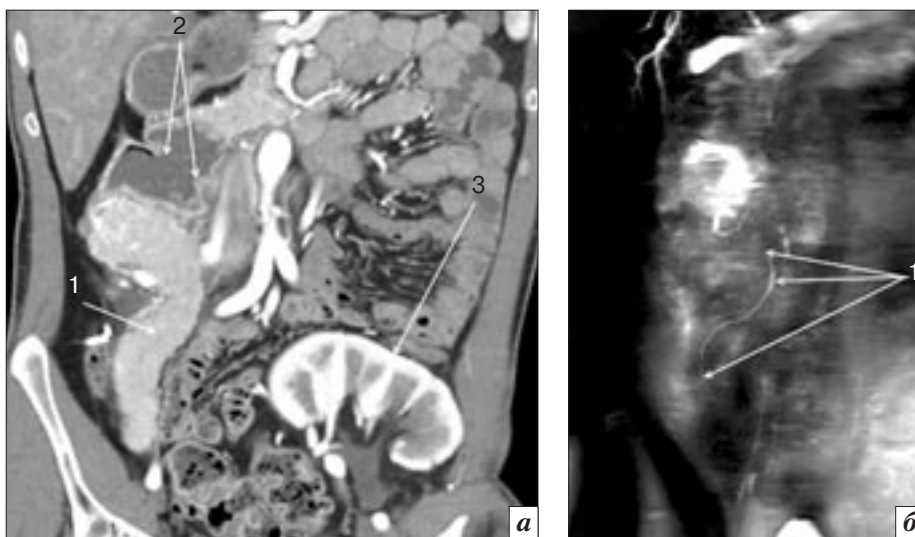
Результаты исследования после сочетанной трансплантации: *а* – КТ брюшной полости с внутривенным контрастным усилением (поздняя артериальная фаза, фронтальная реконструкция): 1 – ТПЖ; 2 – междуоденальный анастомоз; 3 – трансплантат почки; *б* – МР-панкреатикография: 1 – главный панкреатический проток ТПЖ
